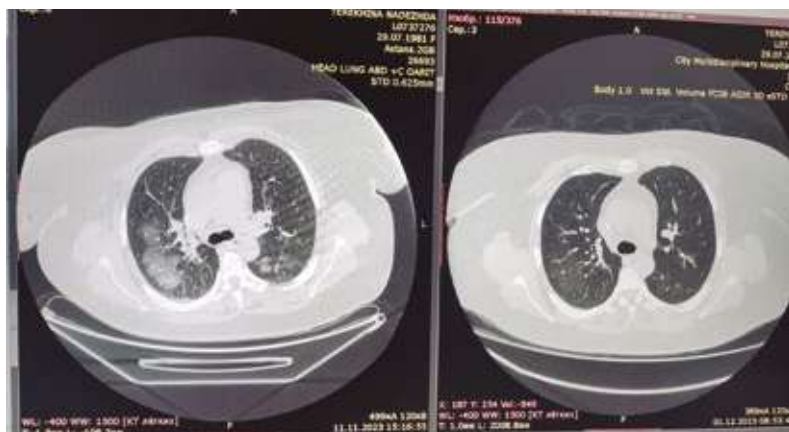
Данные МСКТ органов грудной клетки пациента Т. от 01.12.2023 г. на фоне комбинированной начала иммуносупрессивной терапии метипредом и циклофосфаном, сеансов плазмафереза: на аксиальных КТ-срезах обоих легких субтотально определяется нормальная пневматизация легочной паренхимы за счет регресса инфильтратов по типу «матового стекла» и фокусов альвеолярного кровоизлияния
